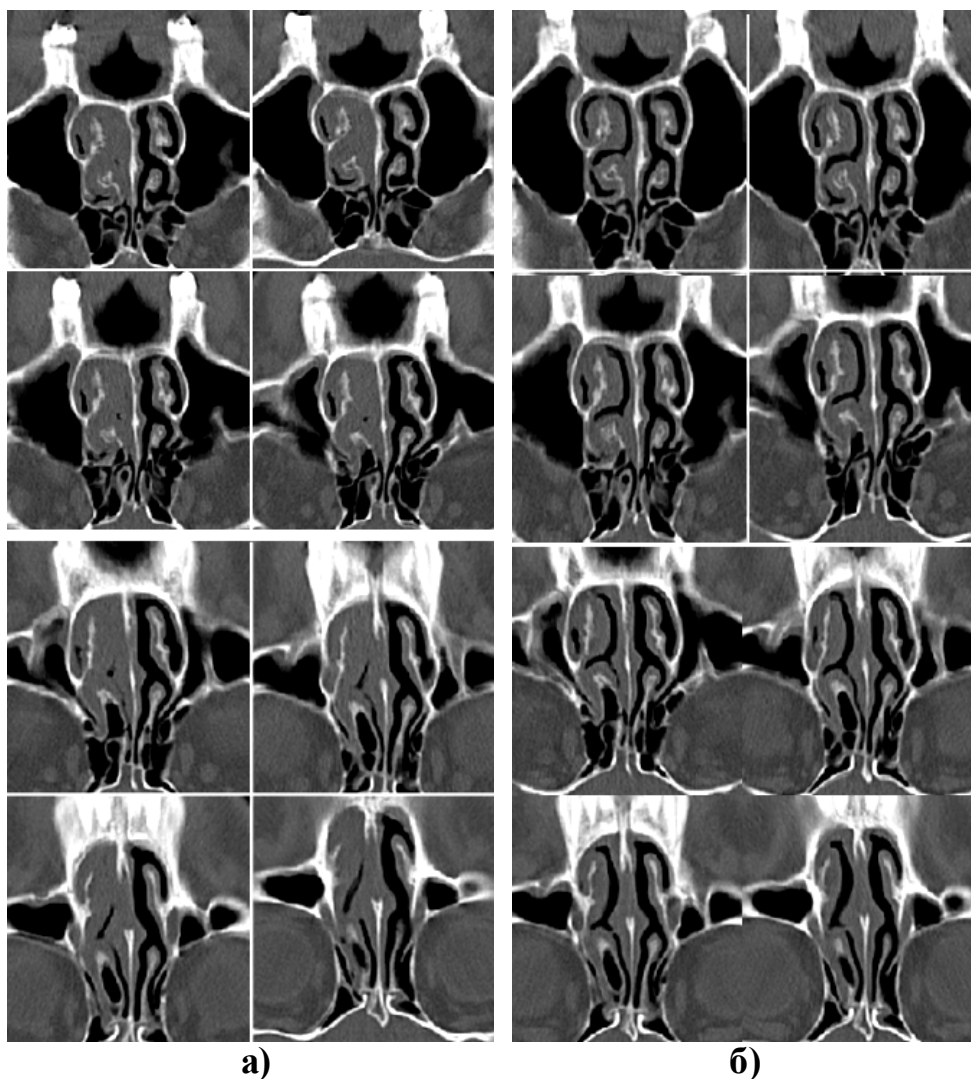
СКТ пацієнта М., 28 р. Лівобічний хронічний катаральний риніт (а). СКТ цього ж пацієнта після проби з судинозвужувальним препаратом. Визначається зменшення товщини слизової оболонки та підвищення її денситометричної щільності(б)
